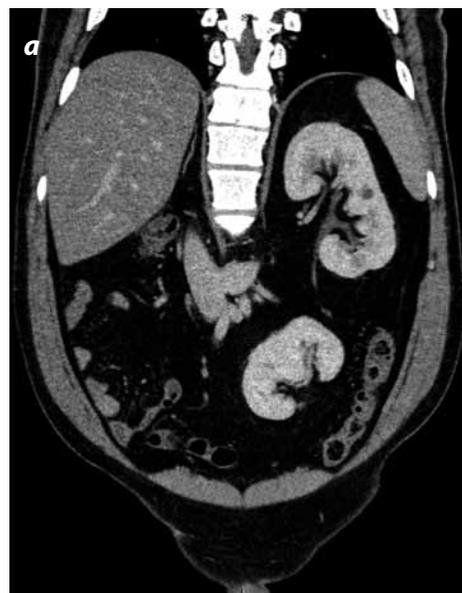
Ectopia renal cruzada no fusionada: reconstrucción coronal de urotomografía y VR muestra riñón izquierdo ectópico localizado por debajo del polo inferior del riñón derecho sin fusión entre los polos renales.
